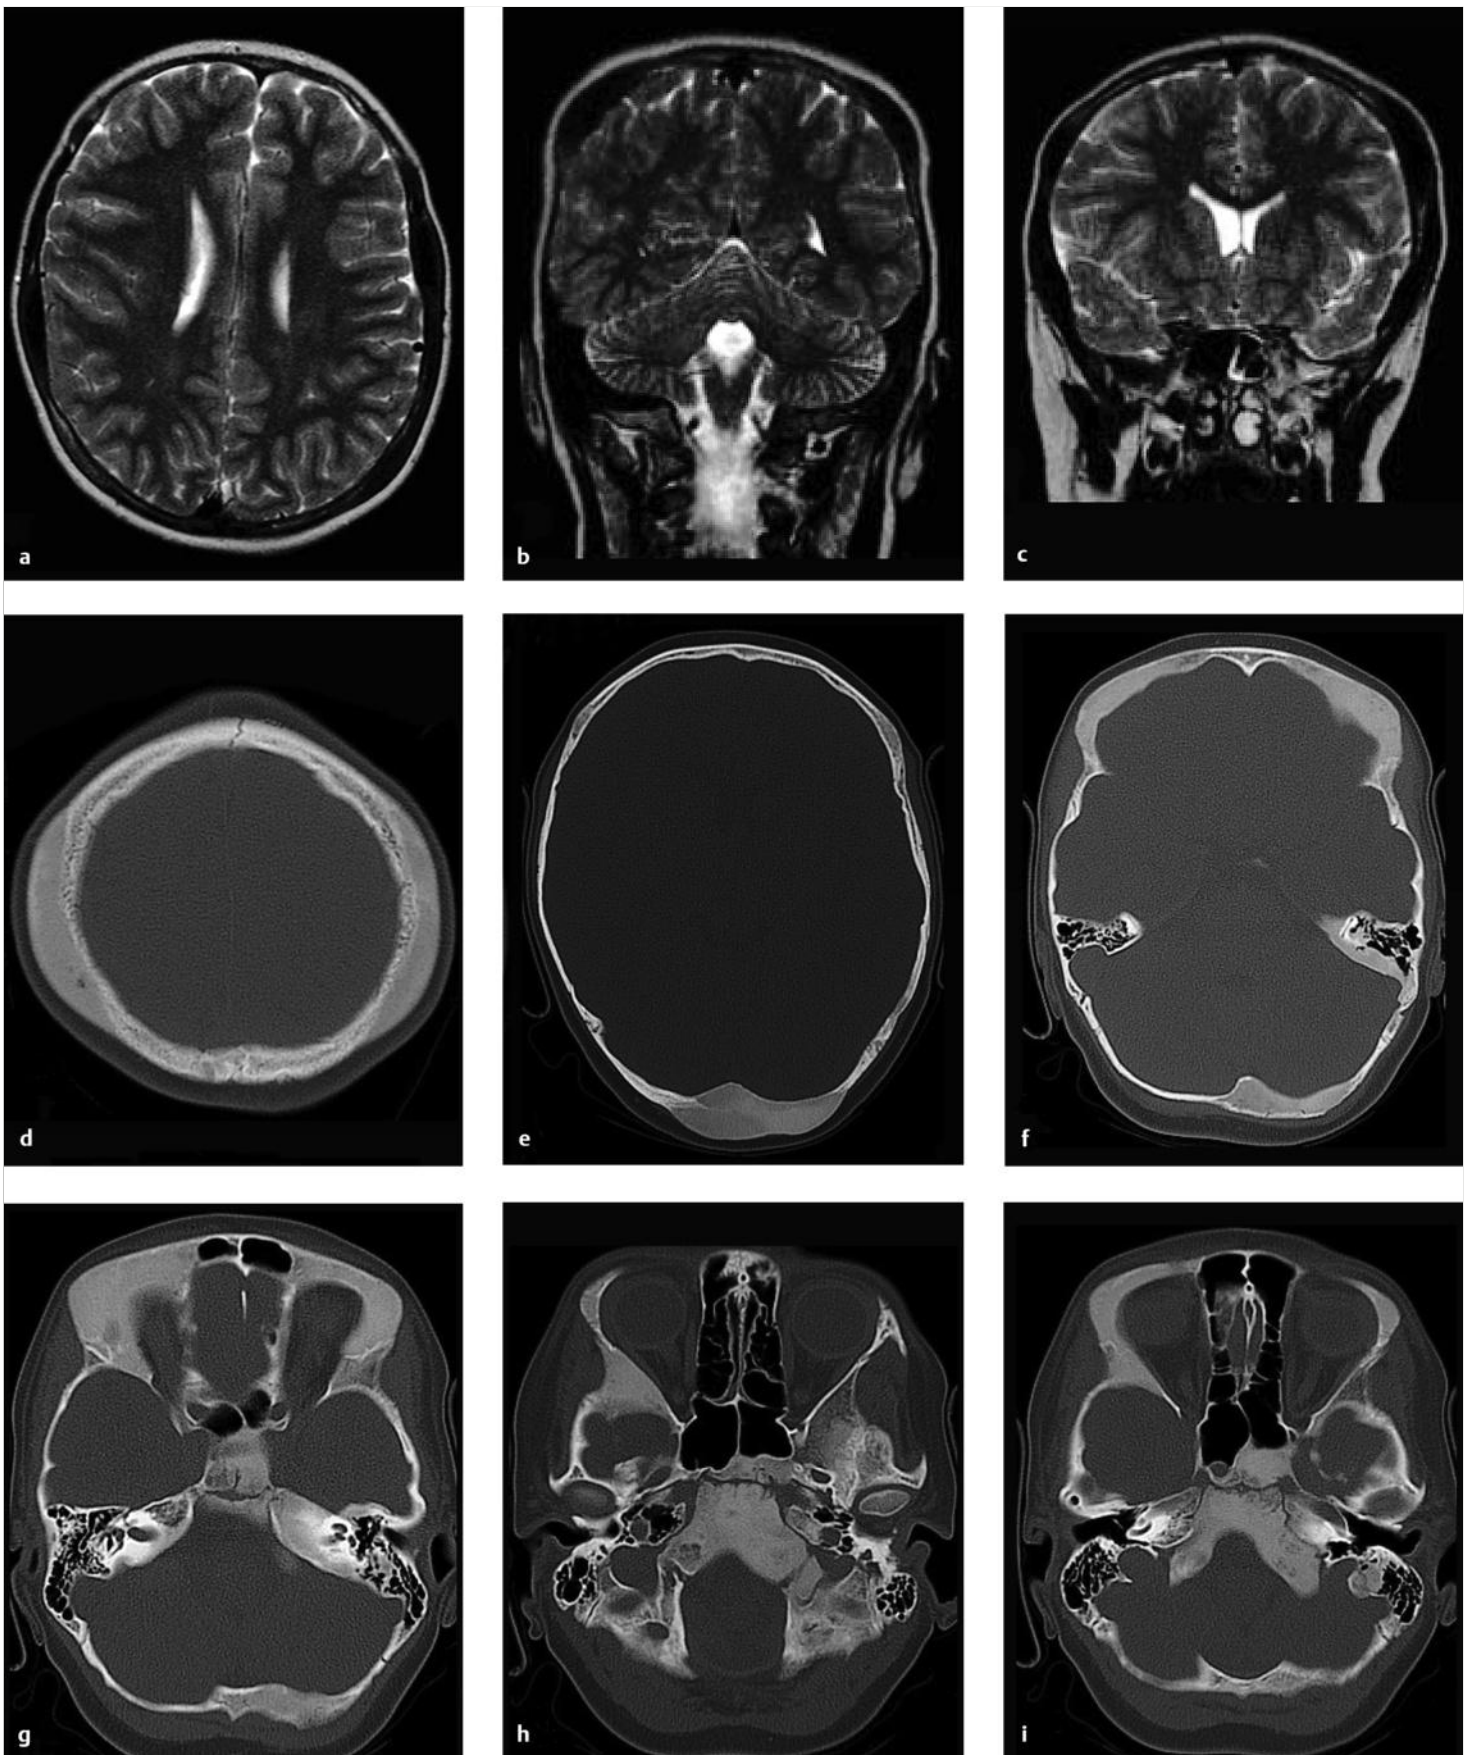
Polyostotische fibröse Dysplasie. 11-jähriger Junge mit Schädelkalottenherden im Screening-MRT bei Zustand nach Krampfanfall.
